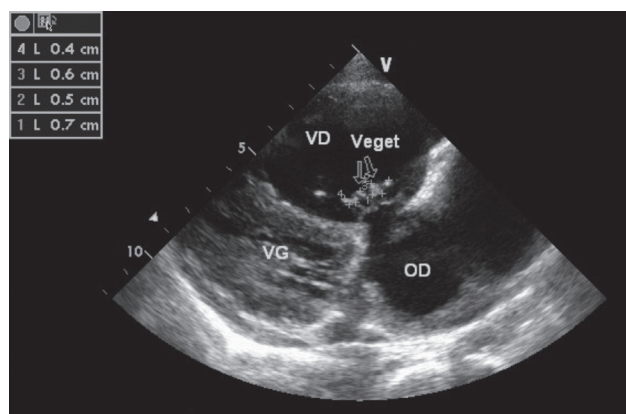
Echocardiographie transthoracique coupe longitudinale grand axe tronquée montrant des végétations tricuspidiennes et une dilatation des cavités droites.
